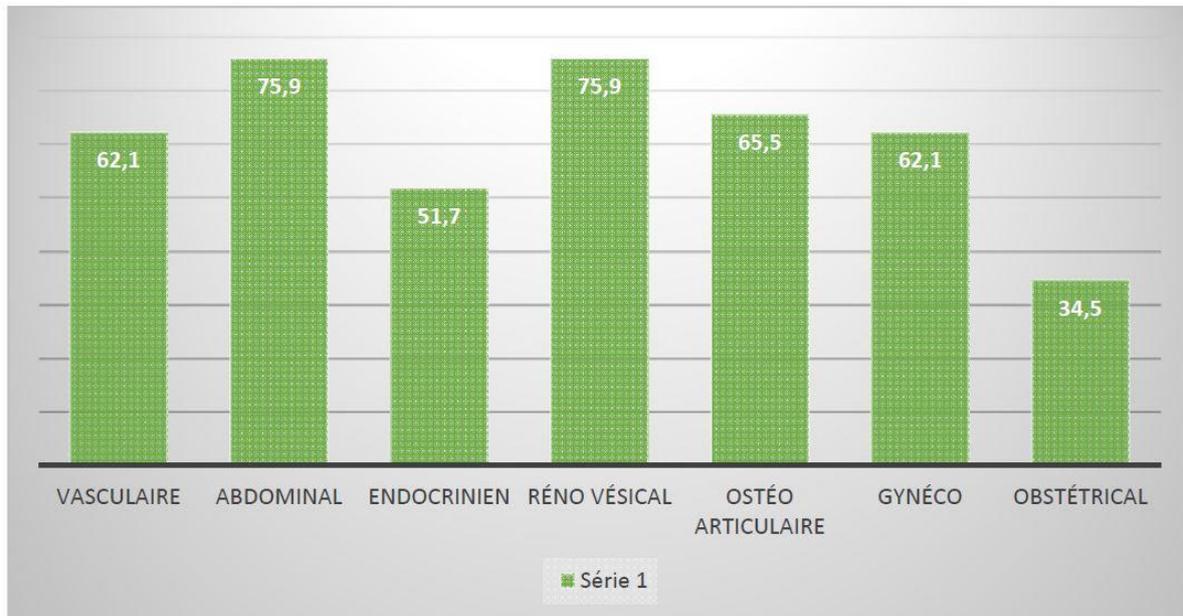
répartition des différents types d'échographie effectuée par les médecins généralistes. Intérêt de la pratique de l'échographie en soins primaires par le médecin généraliste en France (hors échographie fœtale), Salles Marie, thèse d'exercice, Toulouse.
